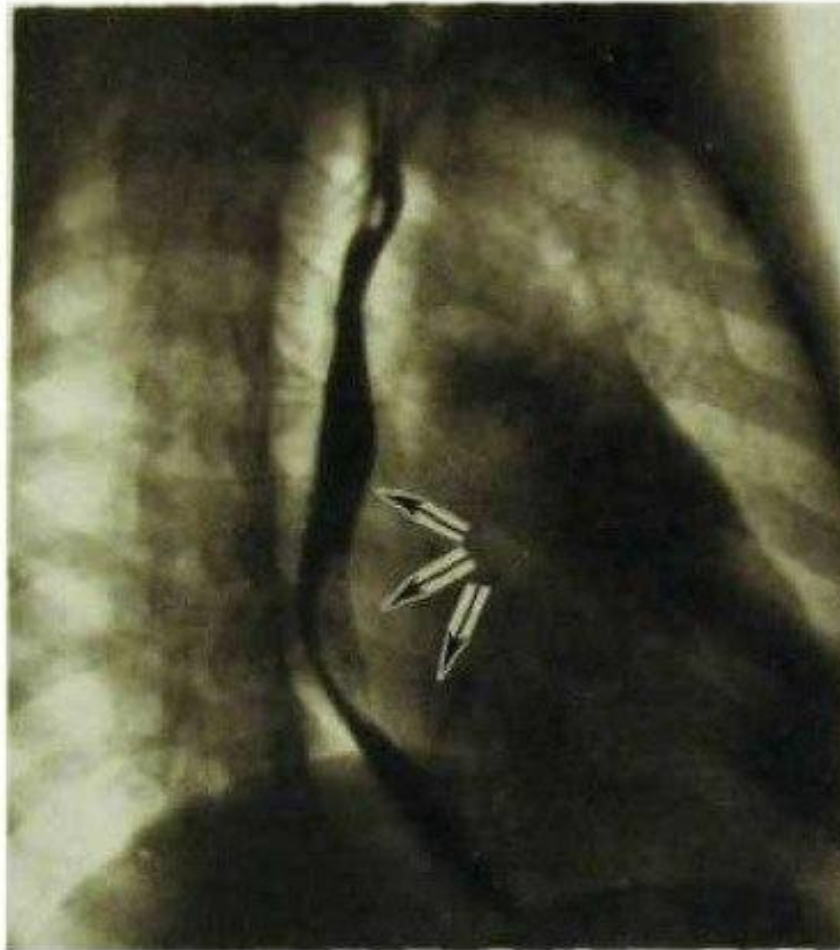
ШЛО. Рентгенограмма в правой косо́й проекции с контрастированным пищеводом- Митральный порок сердца с преобладанием недостаточности митрального клапана. Оттеснение пищевода кзади по дуге большого радиуса (указано стрелками).
